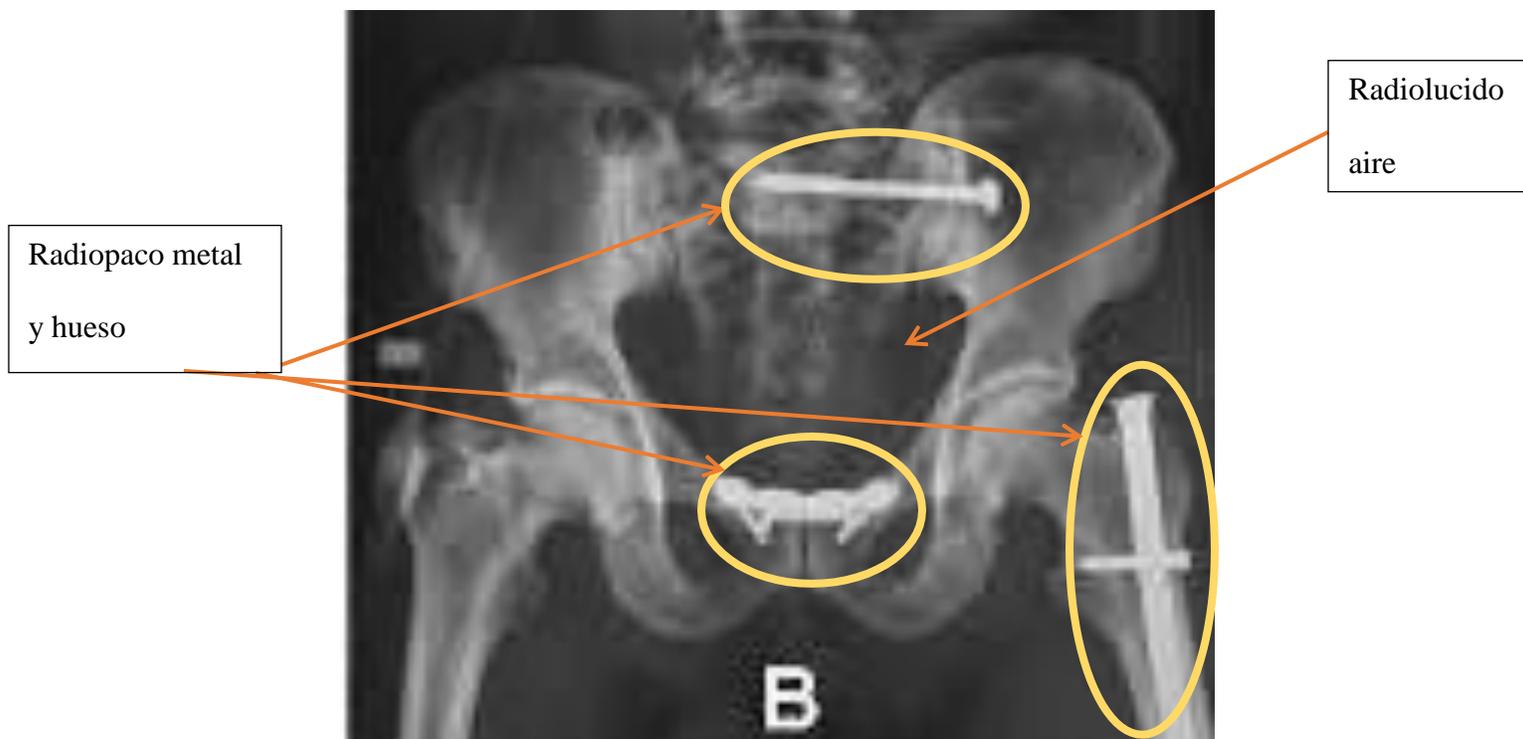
Vega, R. (1953). Radiografía anteroposterior de pelvis con fractura de tipo C. Chile: Revista Chilena. Recuperado de: <https://schot.cl/wp-content/uploads/revista/53-2.pdf>
